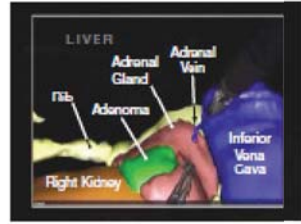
TC - Modelo 3D Gerado
